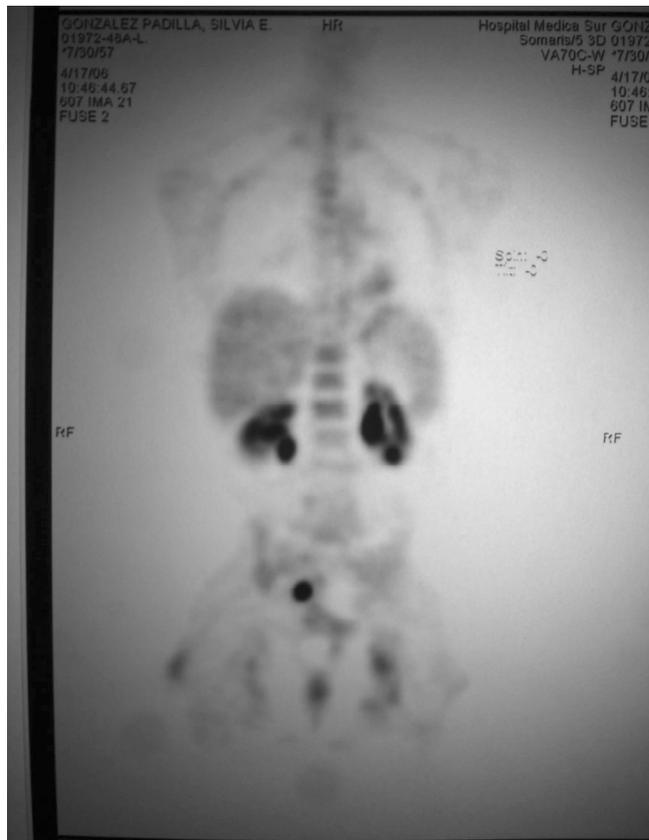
Tomografía por emisión de positrones (abril, 2006).
